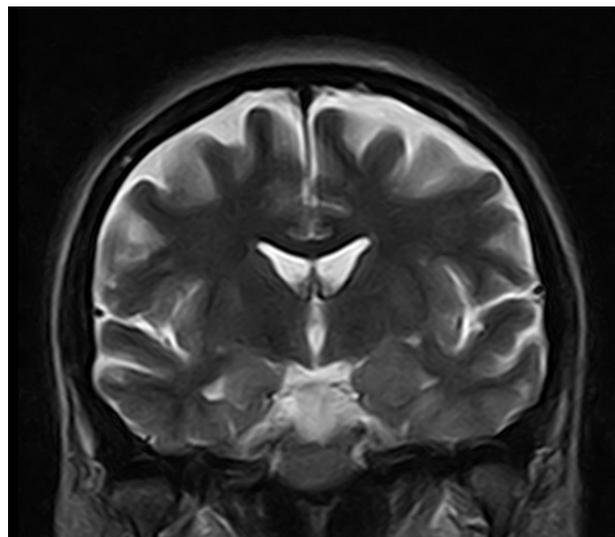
МРТ головного мозга (2015).
